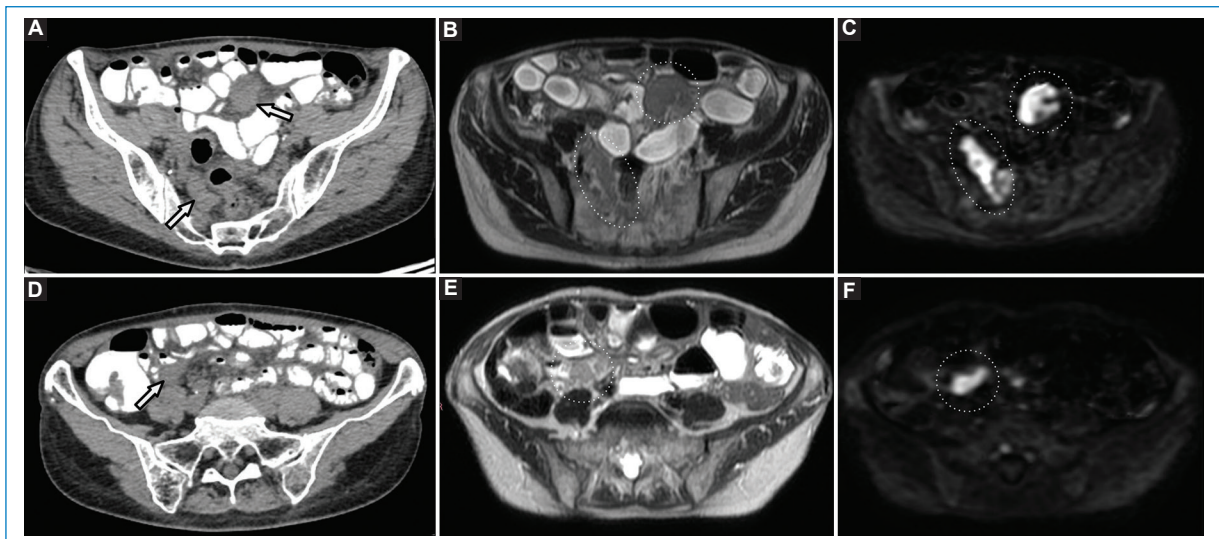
Mujer de 69 años con cáncer de ovario. Las imágenes de RM muestran múltiples implantes peritoneales localizados en el mesenterio, en estrecho contacto con las asas ileales, sin clara infiltración parietal de estas. Tales hallazgos resultan poco evidentes en la TC (A y D), pero se hacen notorios en la RM (B y E), en particular en las secuencias de DWI (C y F), destacando la mayor sensibilidad de esta para la detección de enfermedad en regiones de difícil evaluación, como las asas del intestino delgado y el mesenterio.
